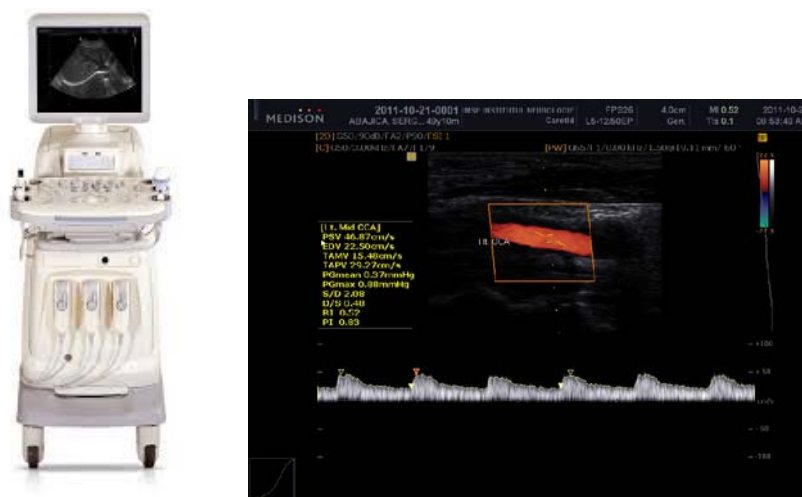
Ultrasonograful si imaginea pe monitor in regim Duplex
